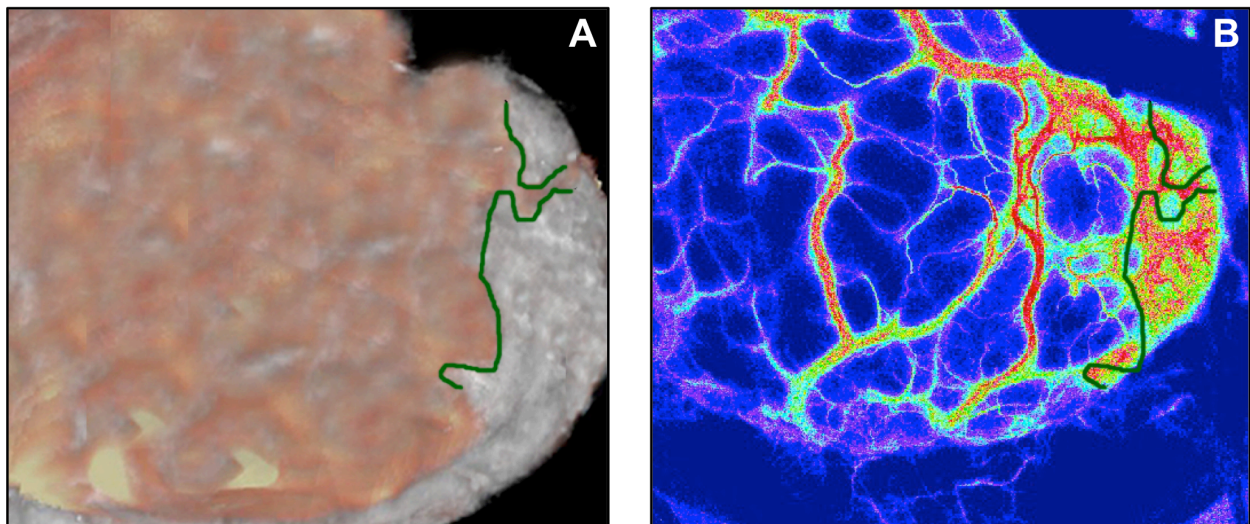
Dargestellt sind auf Abbildung 6A die überlagerte DWI-Sequenz mit als grüne Linie markierter Infarktgrenze und in Abbildung 6B das farbige Fluxbild mit der grün markierten Infarktgrenze. Nach der Fusion der MRT-Bildgebung und LSI-Messung, die in ihrem Ablauf in Kapitel 2.3.2 dargestellt wurde, kann die Infarktgrenze von den MRT-Sequenzen auf die LSI-Messungen übertragen werden. Hierzu wird in der überlagerten MRT-Sequenz (Abb. 6A) die Infarktgrenze markiert (grüne Linie), dann diese Sequenz ausgeblendet und diese Markierung ist dann im LSI-Bild sichtbar (Abbildung 6B). Dieses mit der Infarktgrenze markierte LSI-Bild wird dann weiter verwendet.
